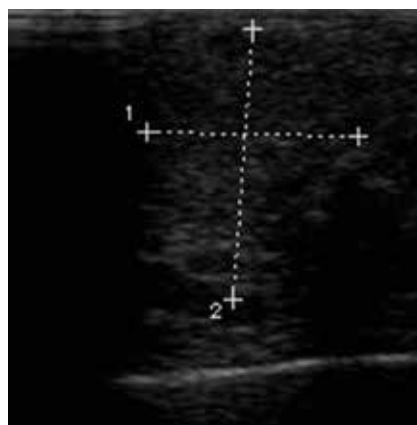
Gelenksonografie: Längsschnitt über Gichttophus Fingerendglied D4 rechts – umschriebene Struktur mit inhomogener Binnenstruktur – Gichttophus
